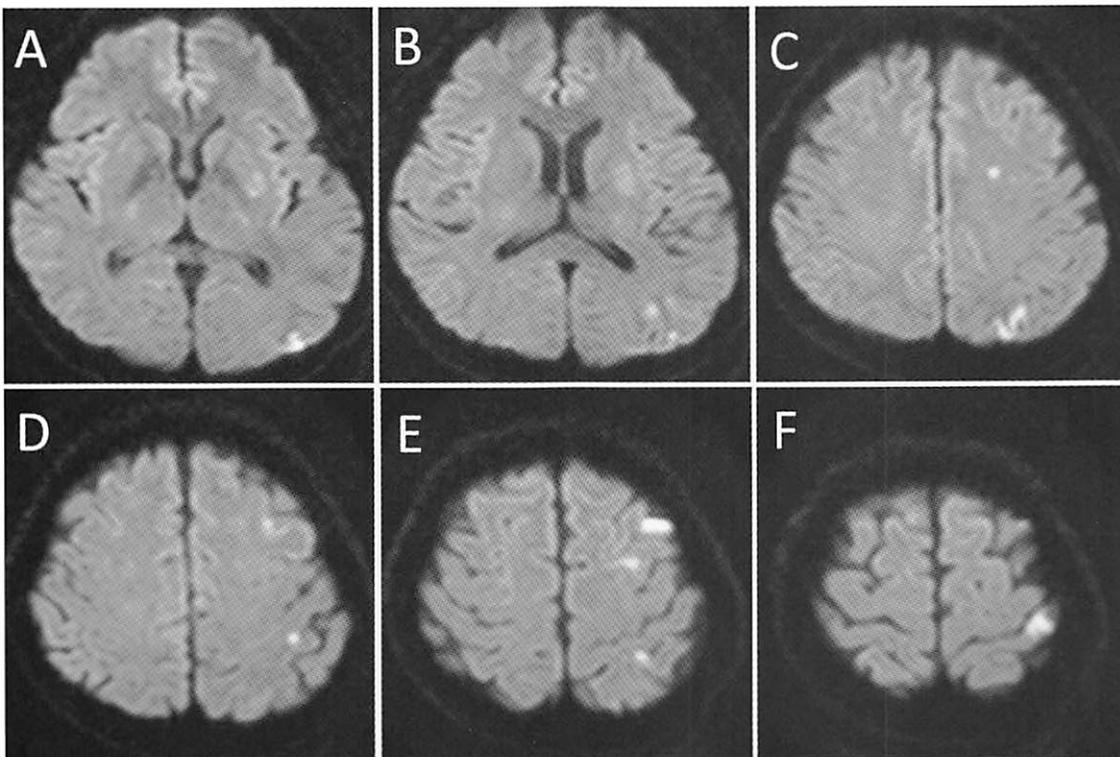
第 6 病日頭部 MRI 拡散強調画像 (A-F)
